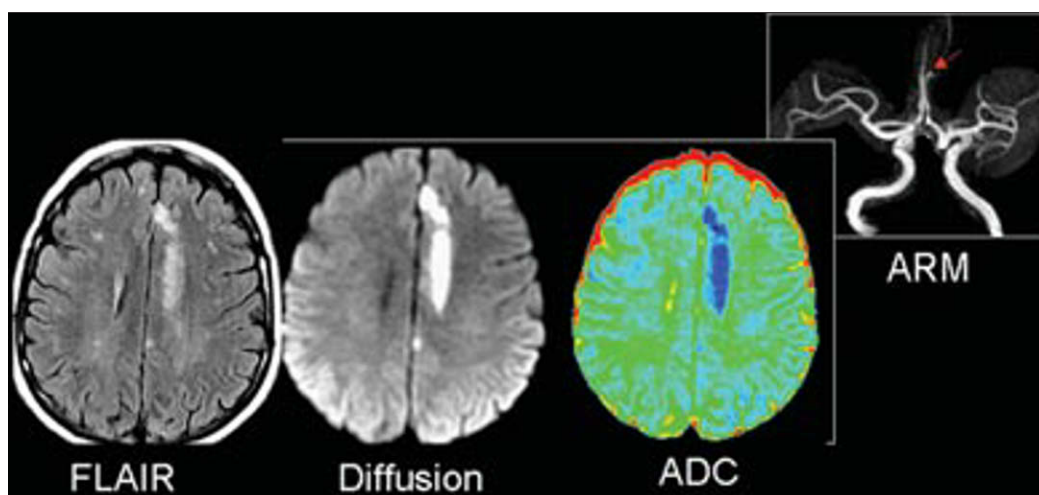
Accident ischémique artériel aigu. IRM effectuée douze heures après la survenue d'un déficit brutal du membre inférieur droit. Hyper-signal cortical en séquence FLAIR, mieux visible en diffusion avec baisse de l'ADC. L'ARM intracrânienne montre une occlusion de la partie distale de l'artère cérébrale antérieure gauche.
